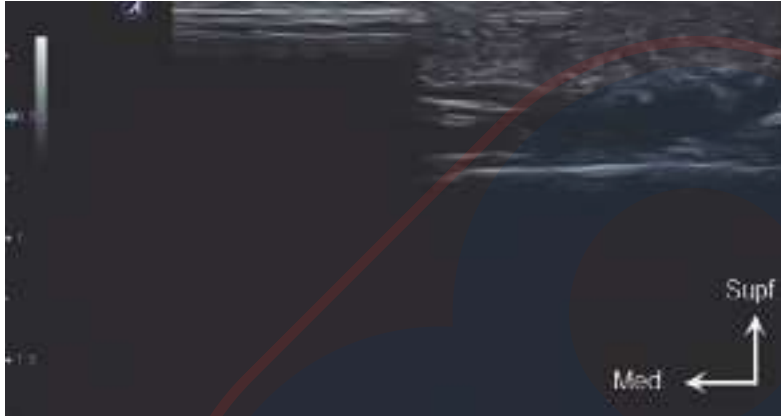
Inyección de neurotoxina botulínica guiada por ecografía en el músculo corrugador en una vista transversal de la glabella con una técnica en el plano, video.
